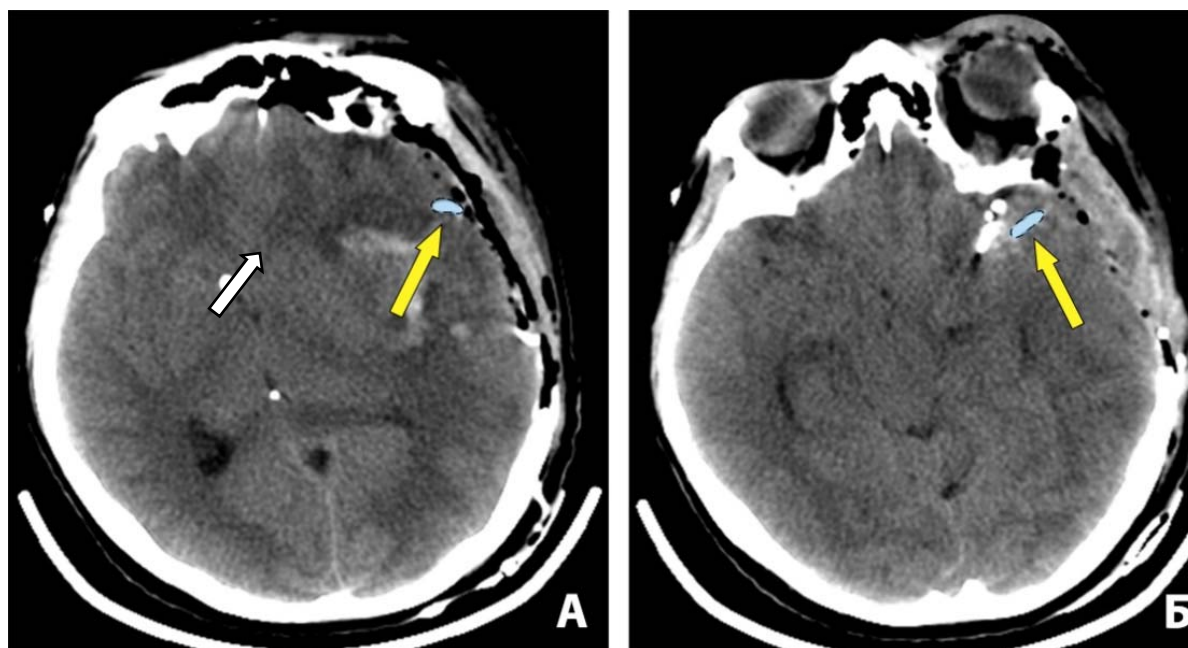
Нативные КТ-изображения пациентки Б. на 1 сутки после операции. Цистернальный катетер в проекции левой сильвиевой щели выделен голубым цветом с пунктирной линией, обозначен желтыми стрелками. Белой стрелкой в проекции переднего рога правого бокового желудочка обозначен конец наружного вентрикулярного дренажа
